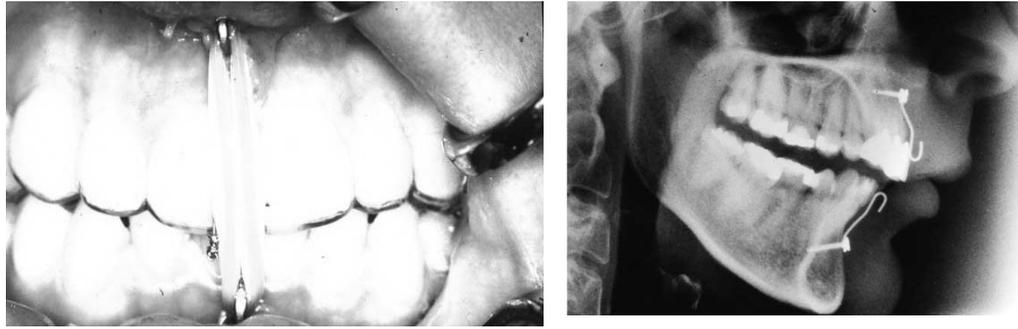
Imagen de los Otten's minihooks colocados en boca; Izquierda: fijación intermaxilar con elásticos y alambres sobre el Otten's minihooks y la férula maxilar.Derecha: radiografía lateral donde se observa los Otten's minihooks colocados. Tomado de Kiattavorncharoen y cols.,2002.⁷⁶
